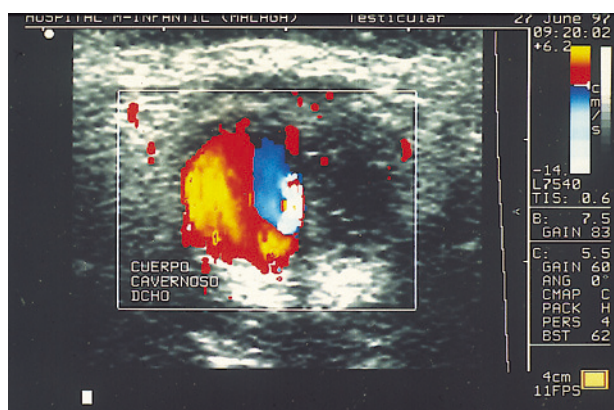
La imagen de Doppler-color muestra el flujo circular (rojo-azul) en el interior del aneurisma traumático de la arteria dorsal del pene.
